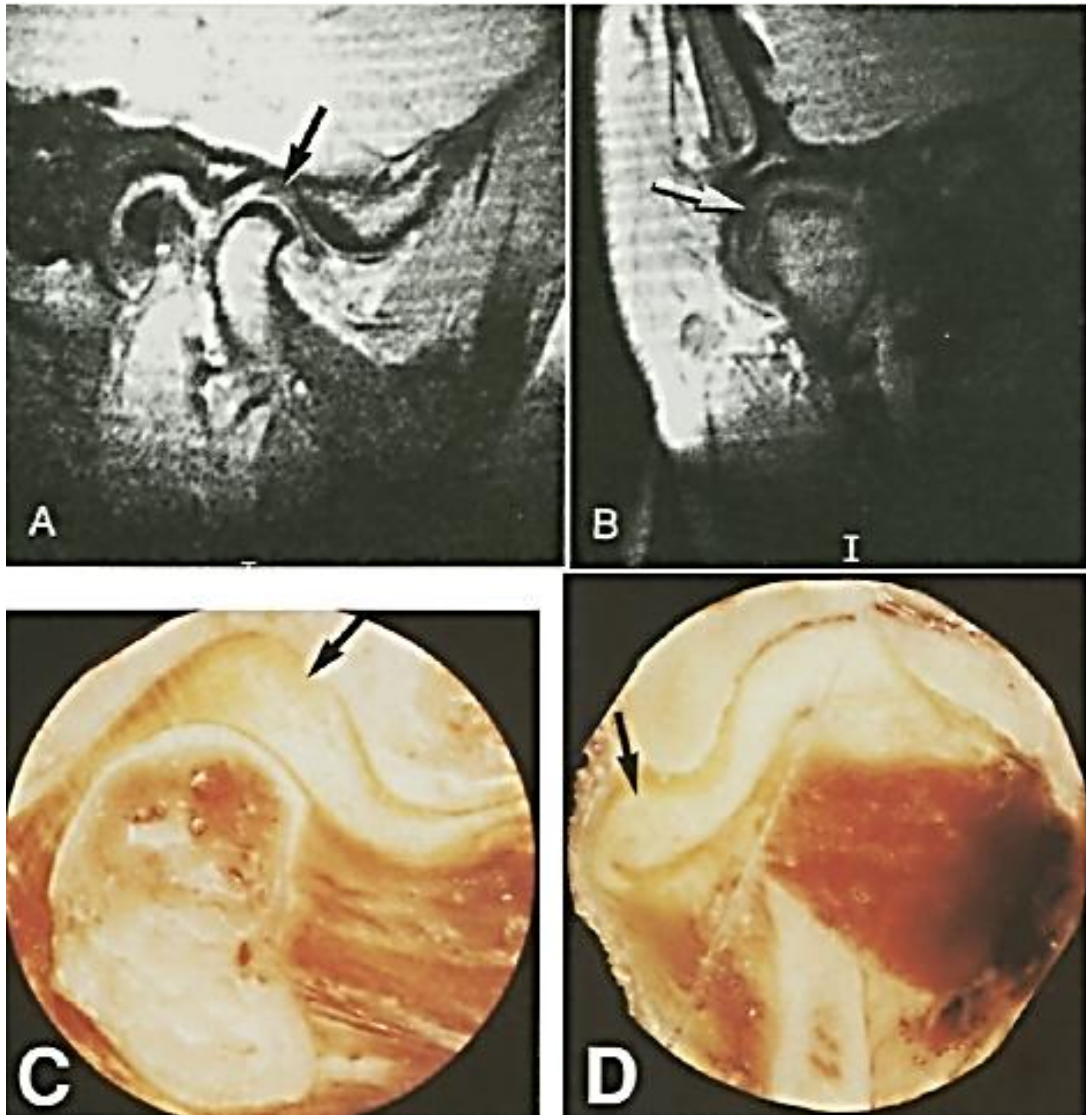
Deslocamento do disco lateral. A, imagem sagital da RM mostrando disco (seta) superiormente ao côndilo. B, imagem coronal da RM (mesma articulação como A) mostrando disco (seta) lateralmente ao côndilo. C, ciossecção sagital (disco diferente de A e B) mostrando disco (seta) superiormente ao côndilo. D, ciossecção coronal (disco diferente de A e B; mesma articulação como C) mostrando disco (seta) lateralmente ao côndilo.
